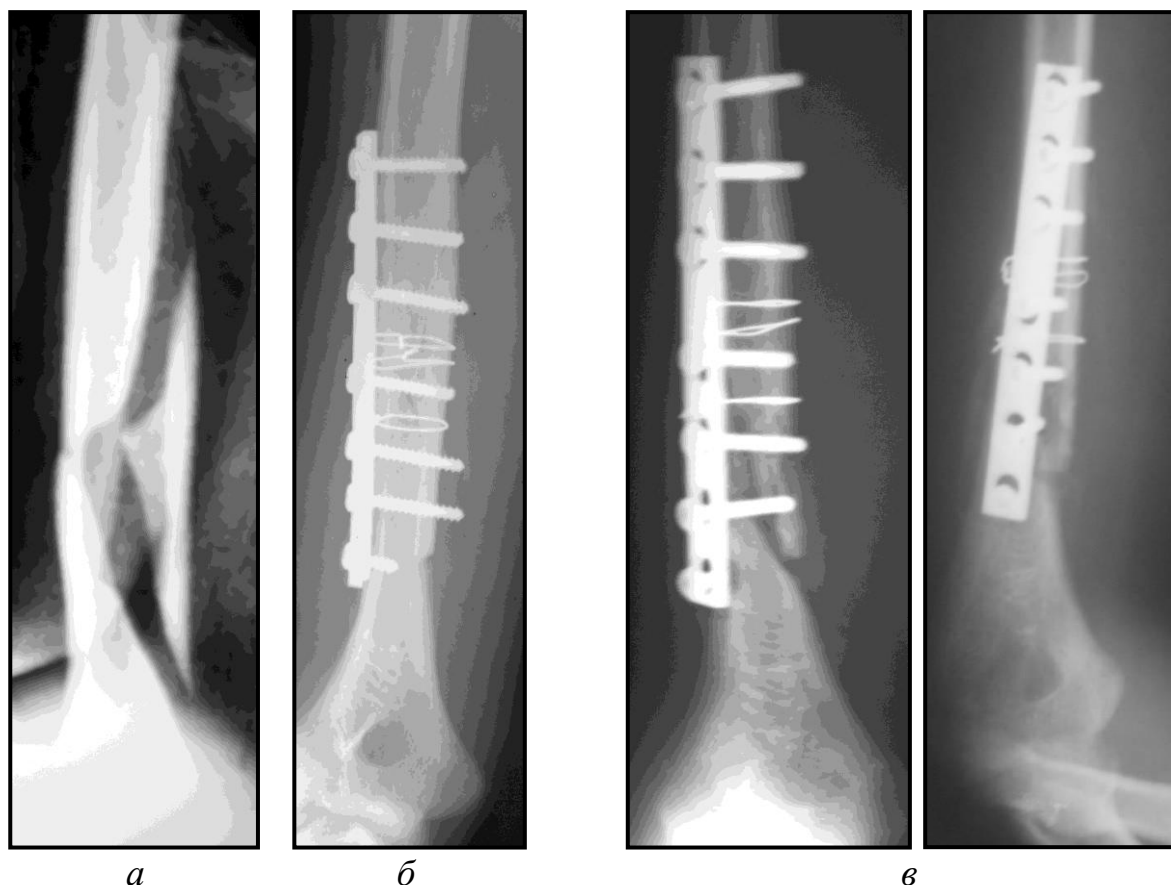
Рентгенограммы плечевой кости больного Г., 19 лет, и/б №6974.
